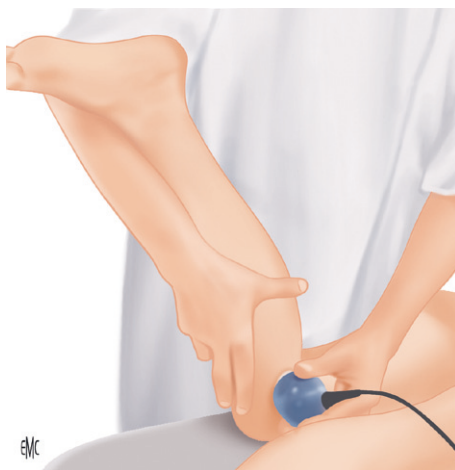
Application des ultrasons avec un gel.
